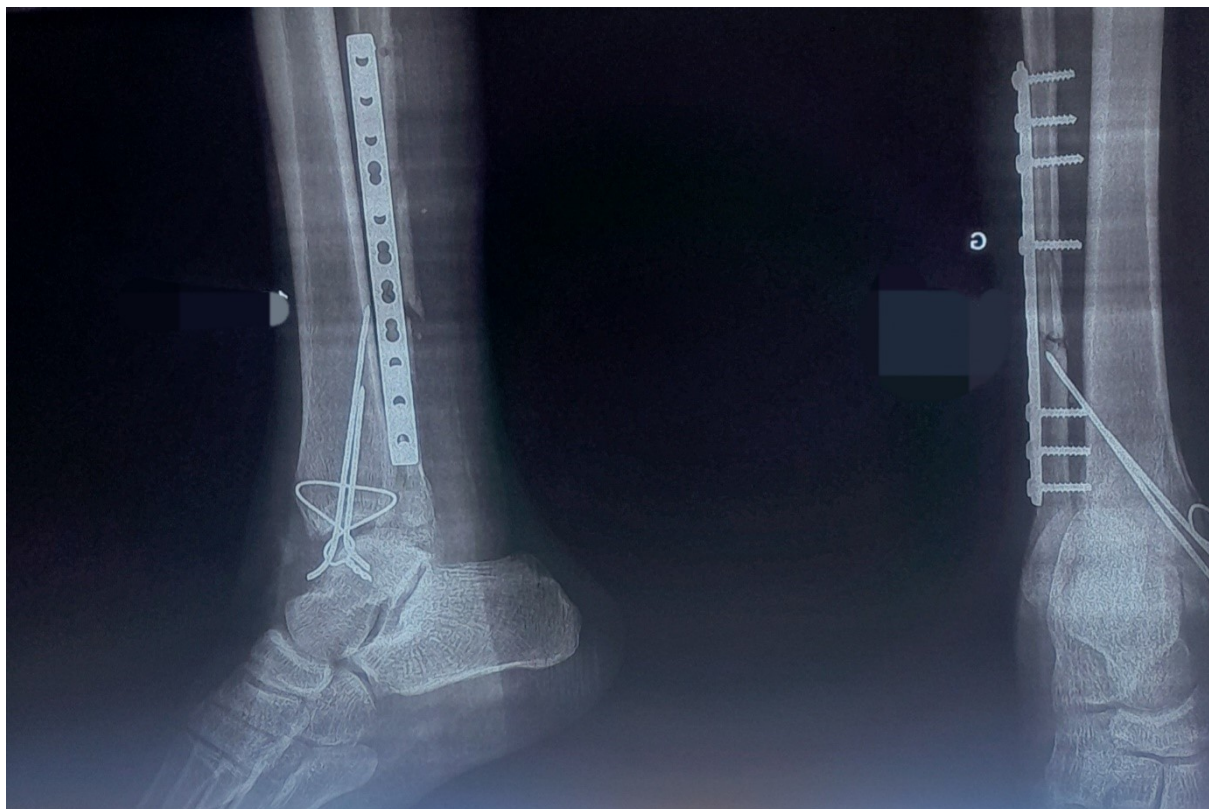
radiographie post opératoire par plaque vissée de la malleole latérale et embrochage-haubanage de la malléole médiale du figure 37.
